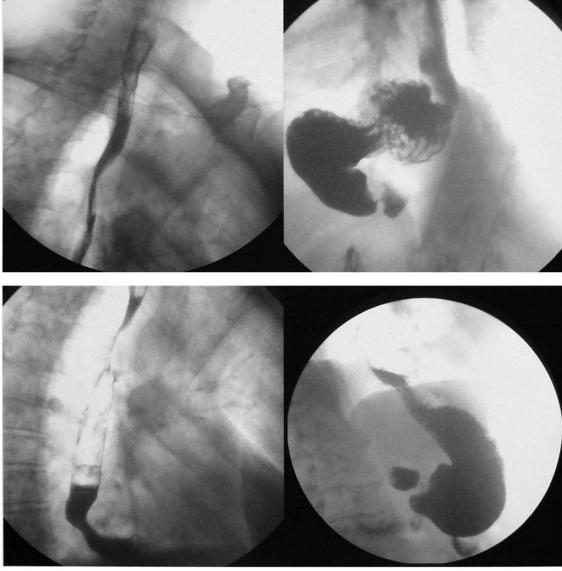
Рентгенограммы пищевода и желудка б-го Р-н В.П., 72 лет от 04.06.2010 г. Описание в тексте.
